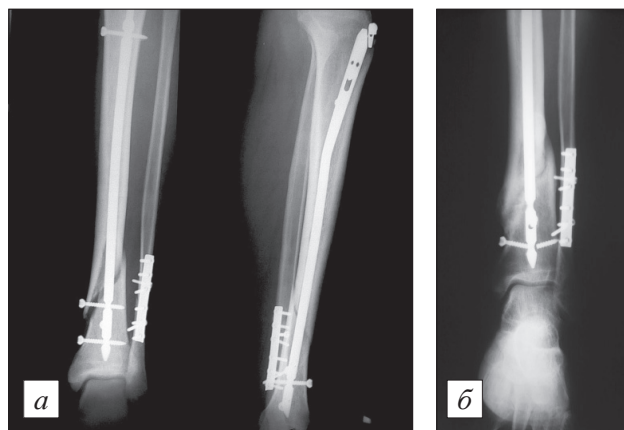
Рентгенограммы костей голени.
